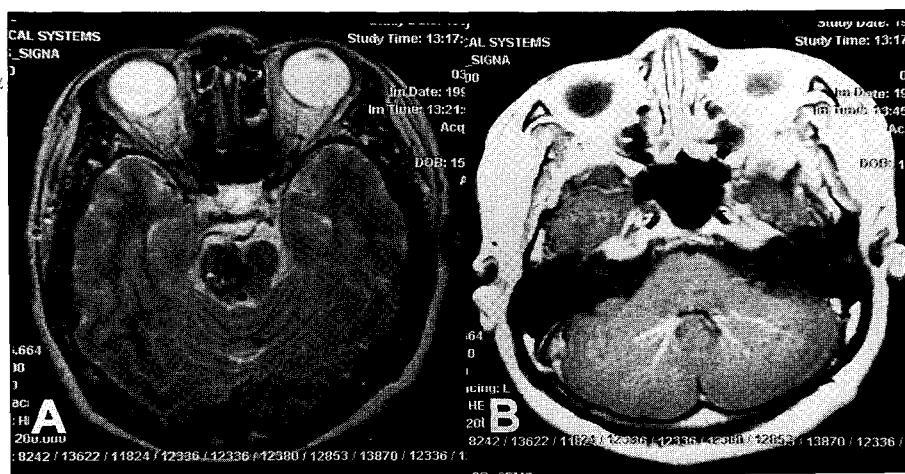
(A) Axial T2-weighted MRI shows a prominent core of increased signal intensity (methemoglobin) surrounded by a rim of decreased signal (hemosiderin) in the midbrain. (B) A bilateral cerebellar venous angioma was associated in the same patient.
